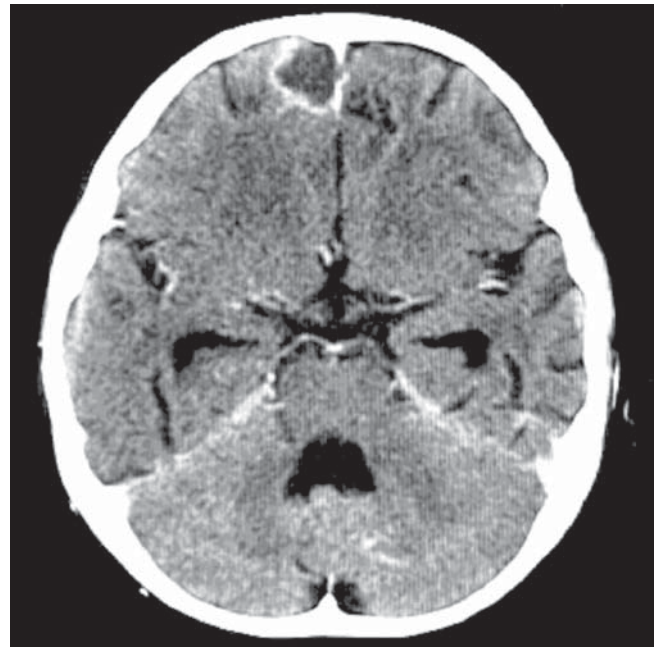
TAC contrastada del cráneo: imagen hiperdensa en la región frontal izquierda, con un halo hipercaptante, además de numerosas áreas sugestivas de isquemia en la región frontoparietal contralateral y occipital.
